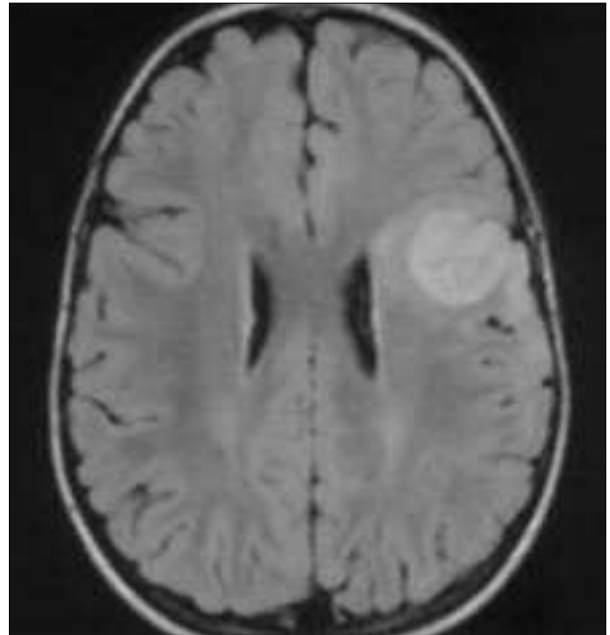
RM de cráneo con secuencia flair, en corte axial que muestra un aumento de la intensidad de la señal compatible con edema.
